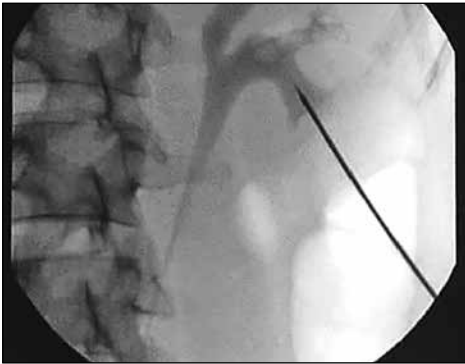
Пункція порожнинної системи нирки під рентгенконтролем
